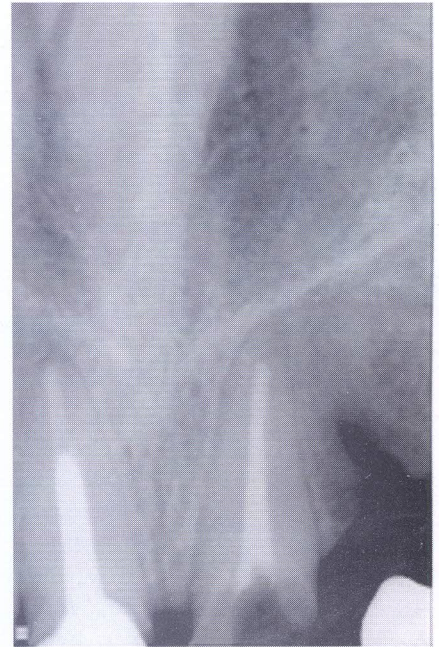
Radiografía de control a distancia, (11/2005); fue tomada tres años después de finalizado el tratamiento, mostrando que el defecto óseo, aunque de menor tamaño, persiste.
